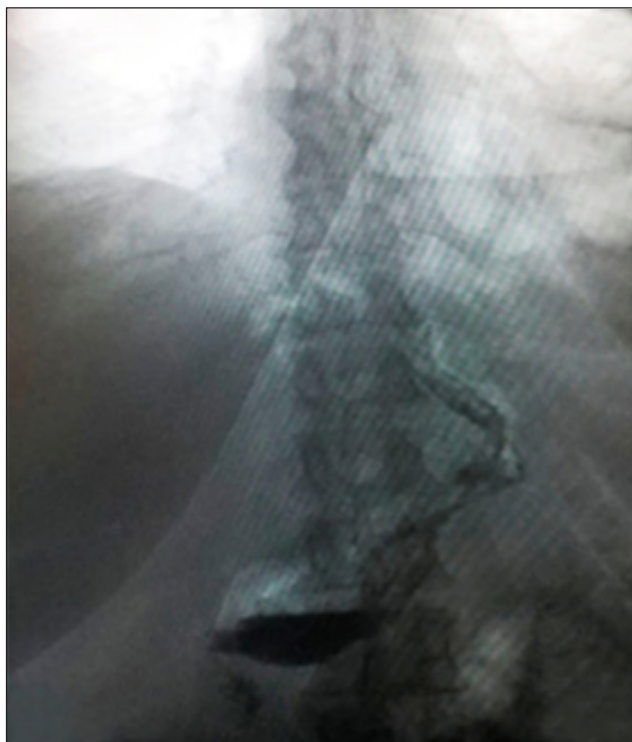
Герметичная культи желудка. Рентгенологическое исследование с водорастворимым контрастным веществом
